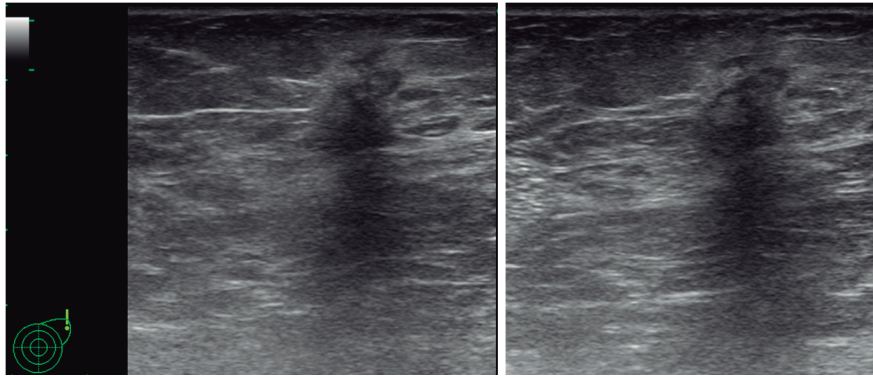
Ecografía de mama izquierda: se observa un nódulo sólido de morfología irregular y bordes angulados, que presenta halo ecogénico periférico y sombra acústica posterior en el cuadrante superoexterno, cerca de la axila ipsilateral.
